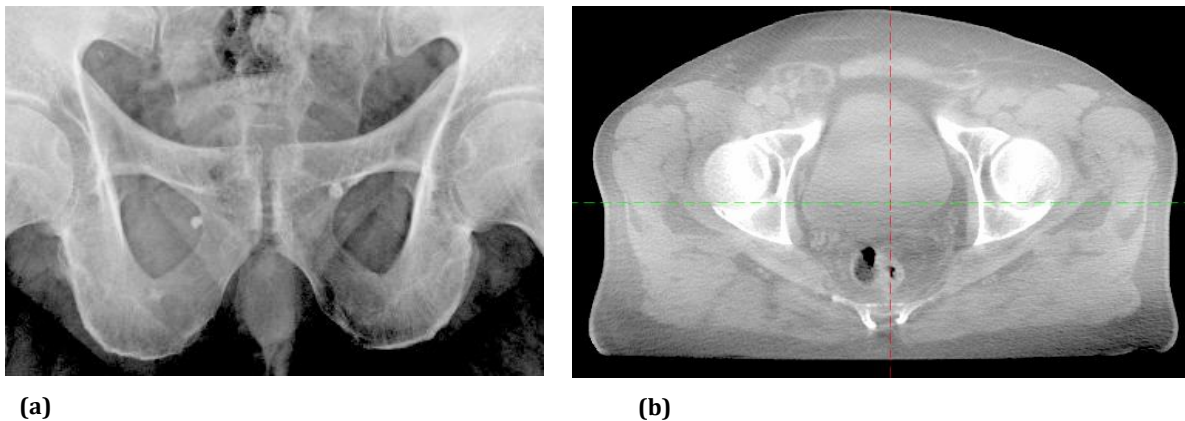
Exemple d'images radiographiques 2D planaires à gauche permettant la visualisation des tissus osseux et d'images volumiques 3D (CBCT) à droite offrant la visualisation des tissus osseux et mous.
